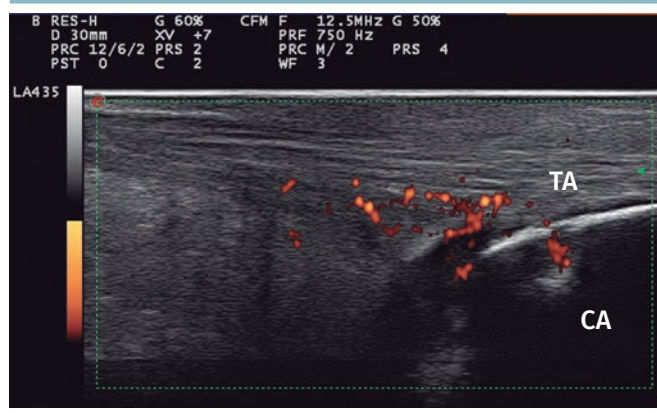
Entesite do tendão Aquileu, aspecto longitudinal, com captação do sinal de *power Doppler*.
